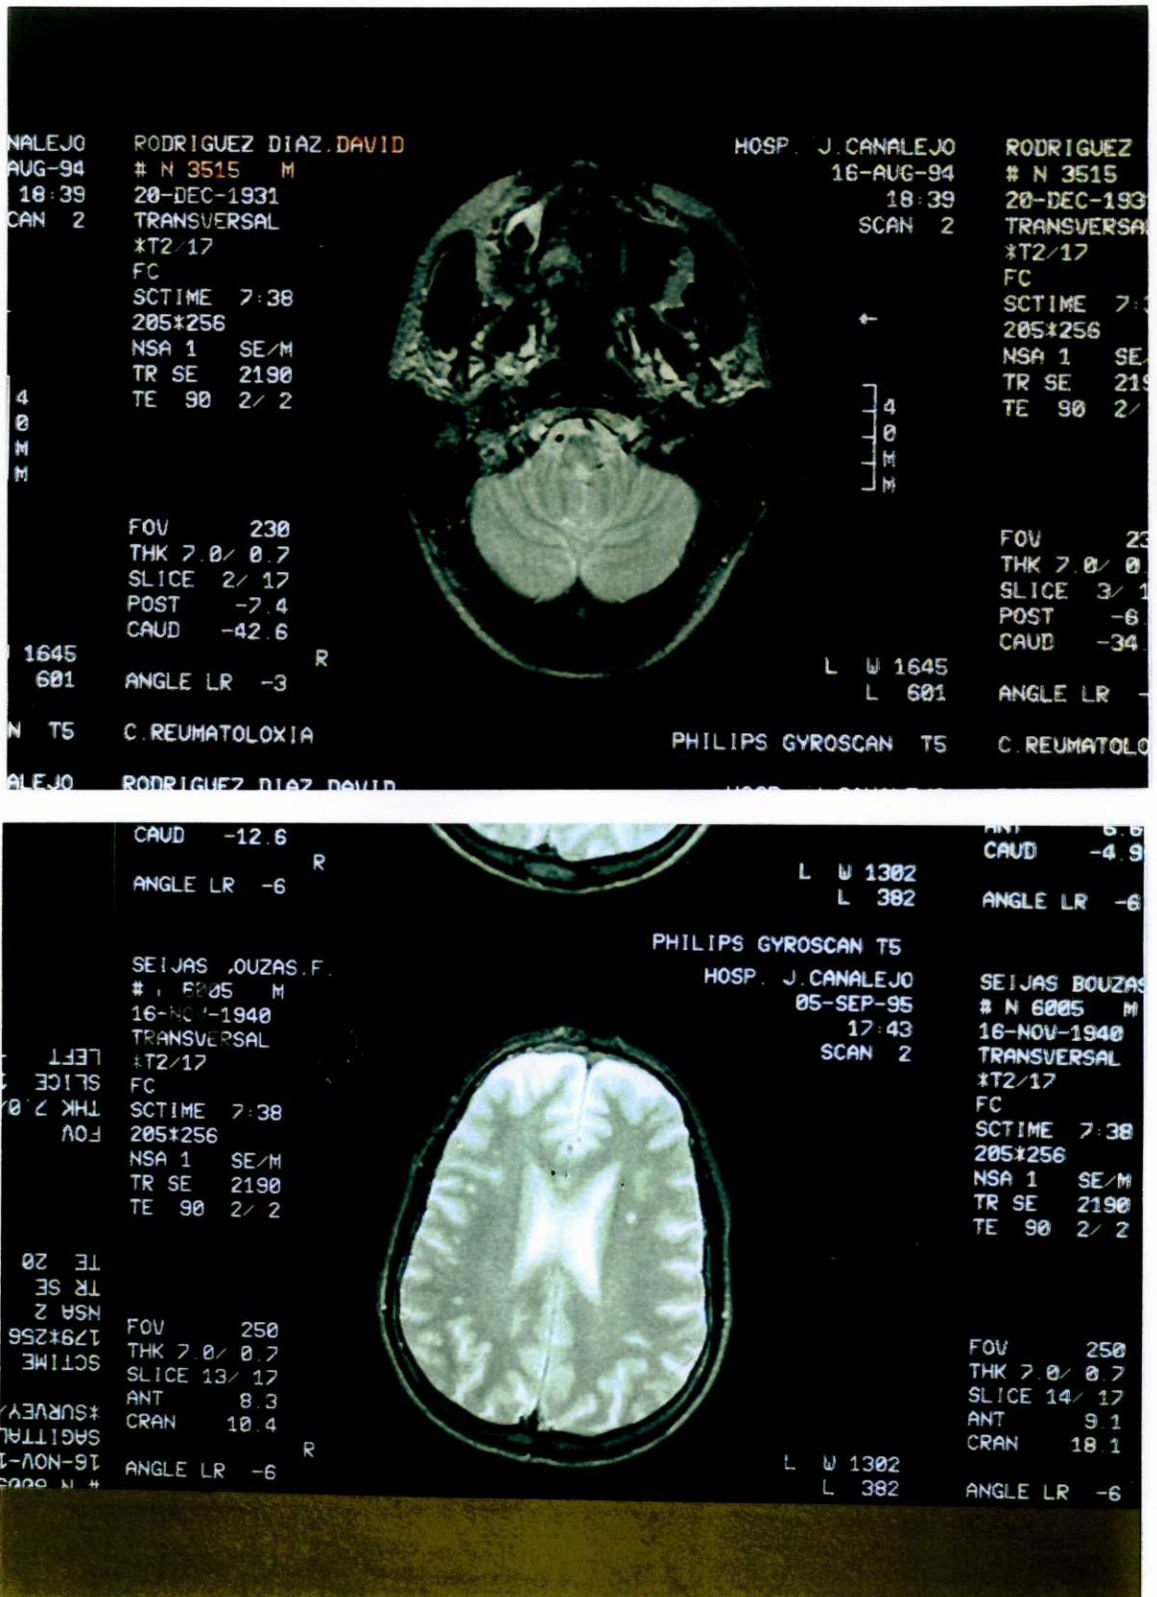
RM/T2 (paciente 54).- Area de hiperseñal en Bulbo dcho.
